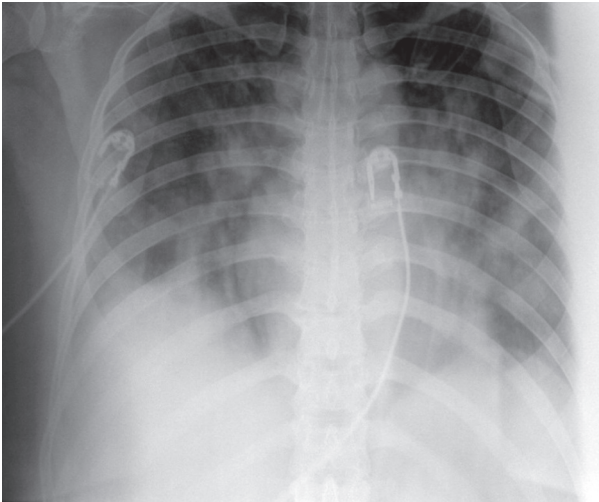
Рентгенограма ОГП хворої І. у прямій проекції
